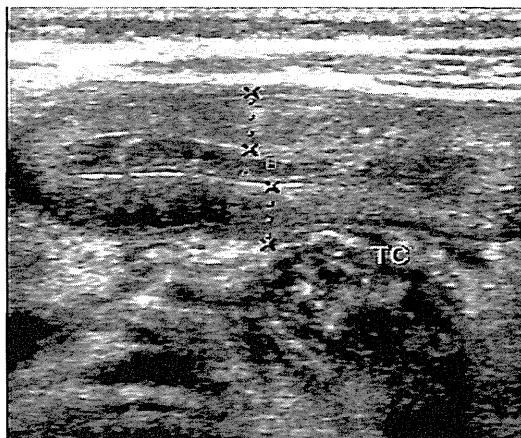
EHEC感染症患者の横行結腸壁の著しい浮腫（腹部超音波検査）
